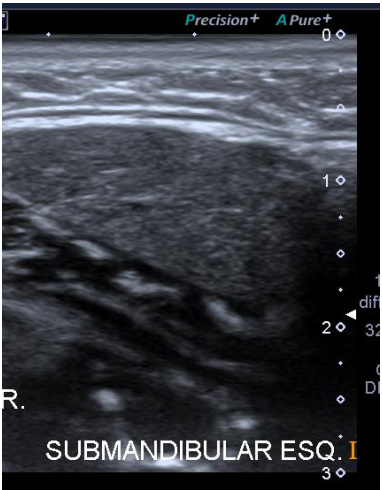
Ultrassonografia das glândulas salivares maiores (GSM) do P2 AIOM
